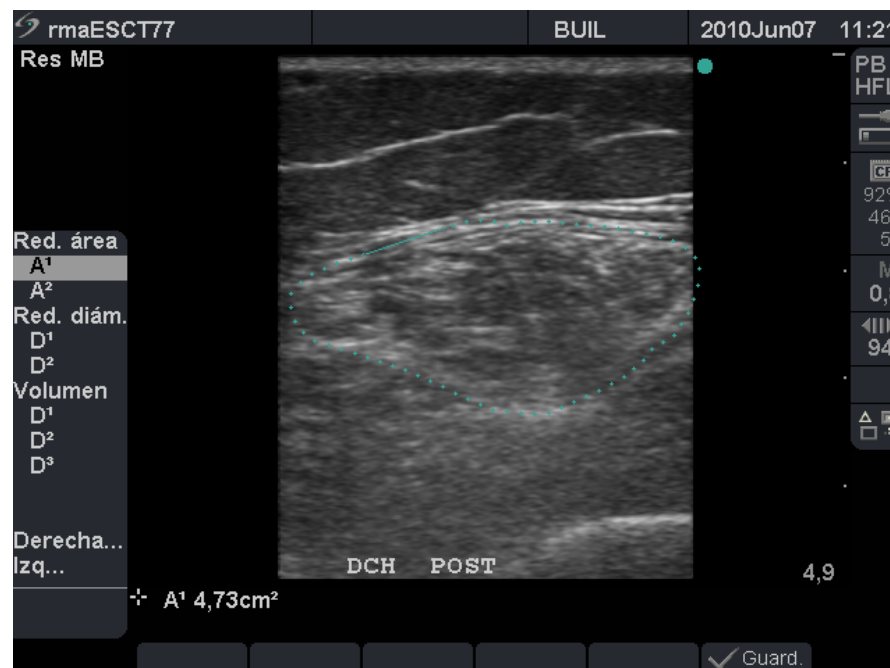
Ecografía Post-intervención.
